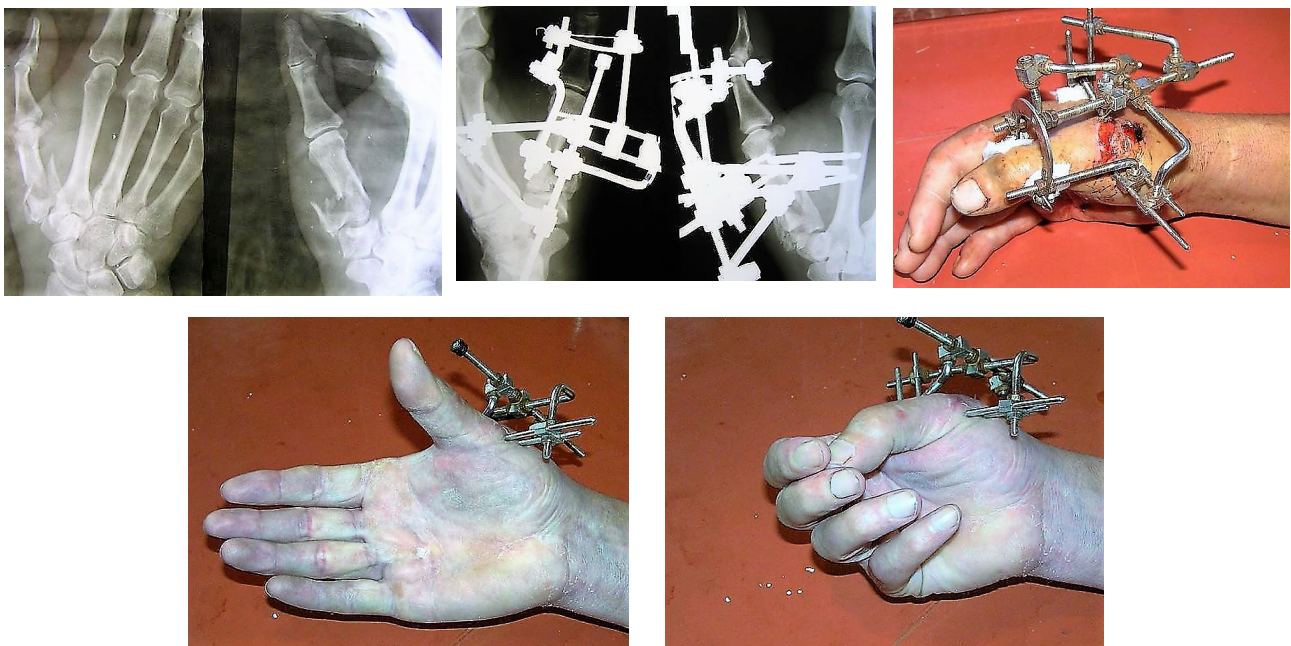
Хворий М., віком 34 р. Відкритий уламковий перелом основи першої п'ясткової кістки. Розчавлена рана. Рентгенограми потерпілого на день травми, після остеосинтезу АЗФ. Вигляд кисті після операції, видалення шпичі із середньої фаланги та відновлення функції розгиначчя- згиначчя пальців кисті в день демонтажу конструкції АЗФ.
